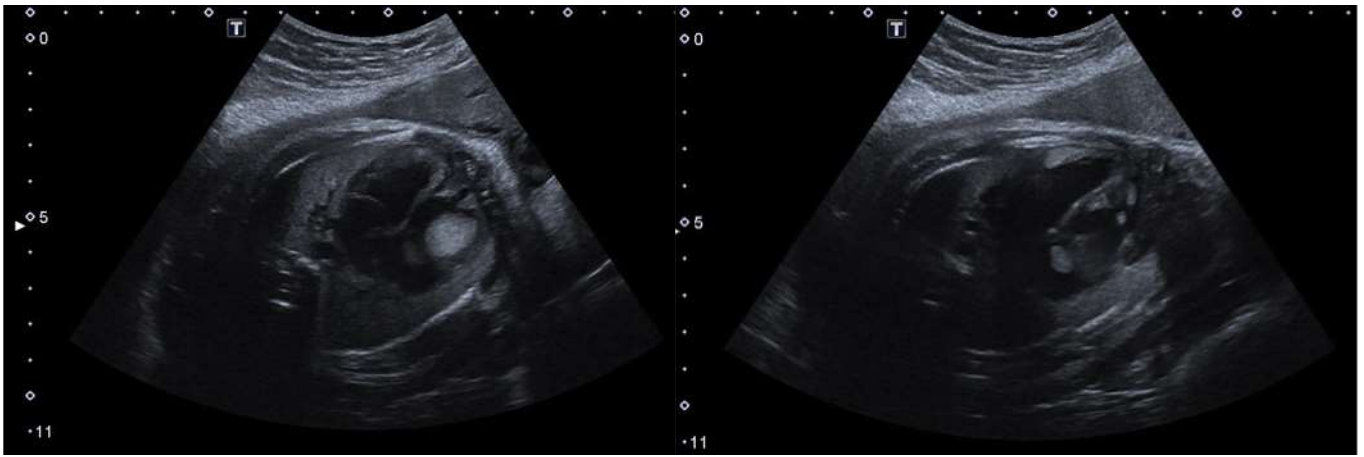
RC ventriculaires multiples vues sur l'échocardiographie fœtale du patient n° 6 à 30SA+5J
